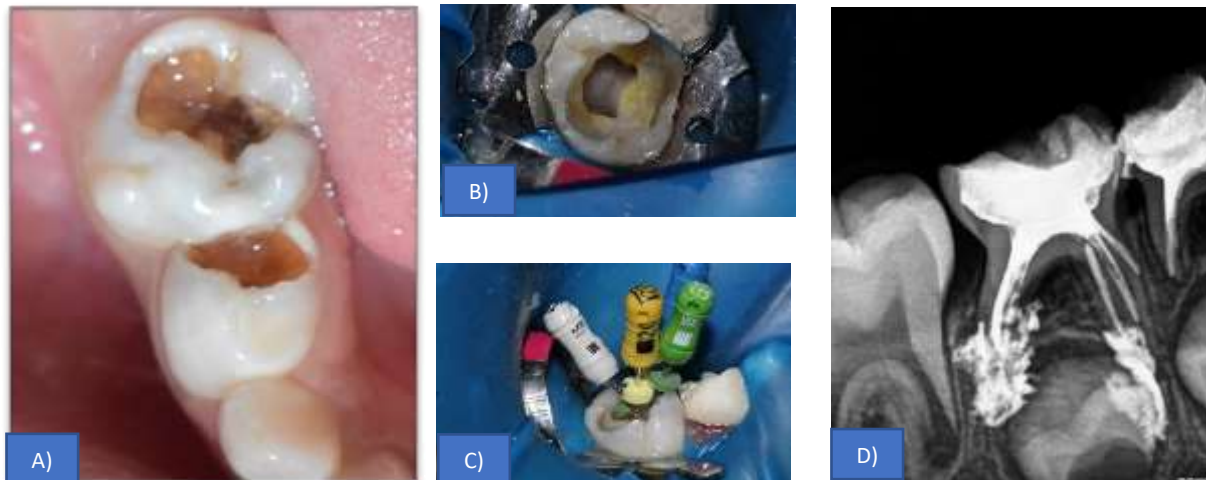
Pulpectomía: A) Fotografía clínica, B) Cámara pulpar donde se observan conductos mesiales y distales, C) Conductometría, D) Radiografía final de pulpectomía.
